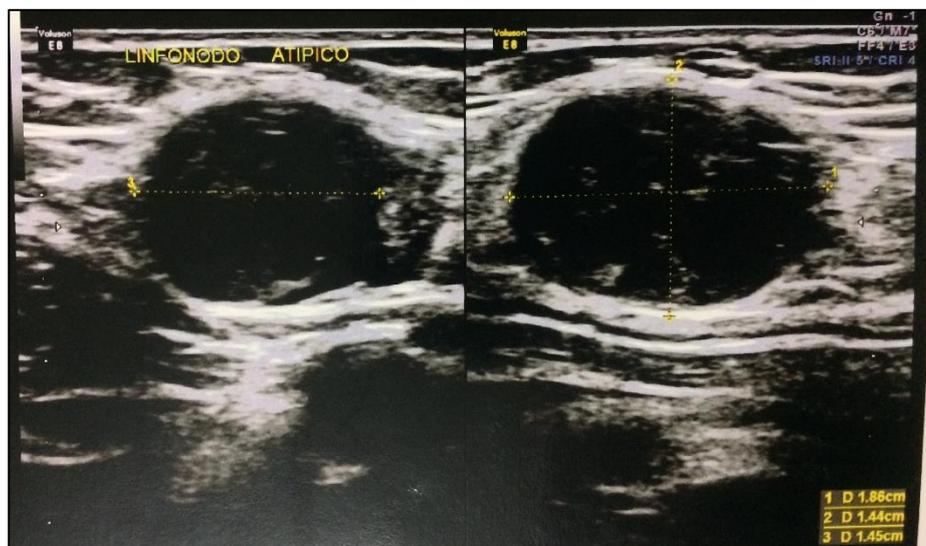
Aspecto de linfonodo inguinal direito à USG.
